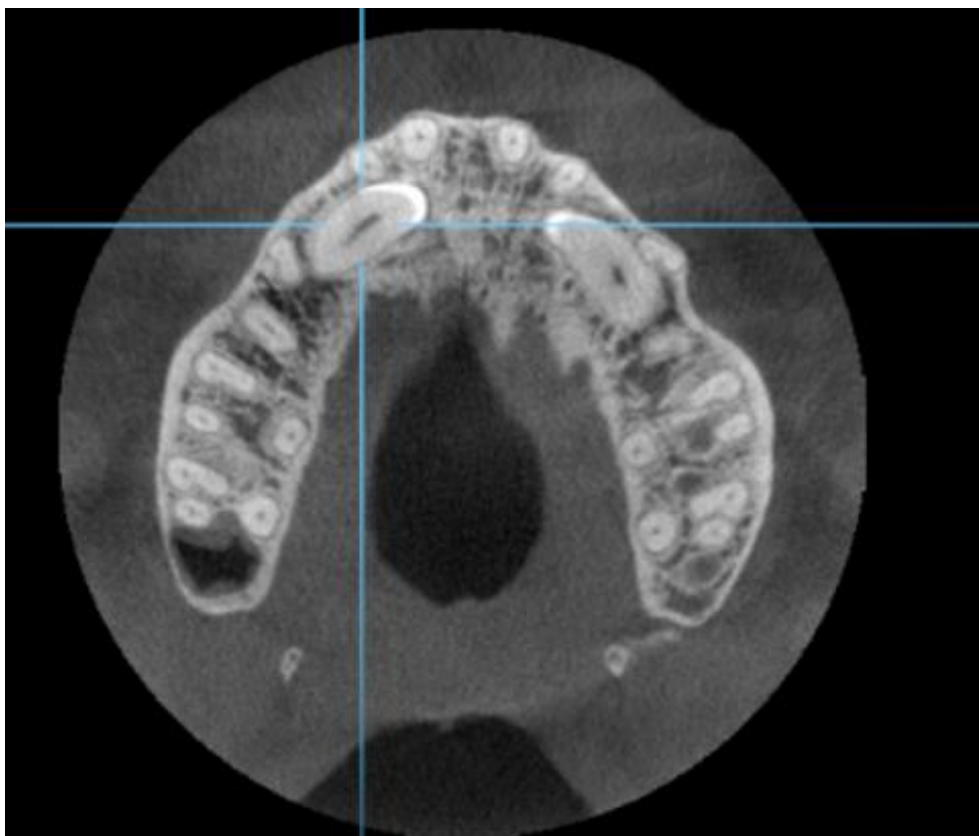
Secțiune axială - investigație CBCT într-un caz cu incluzie bilaterală de canini superiori.
